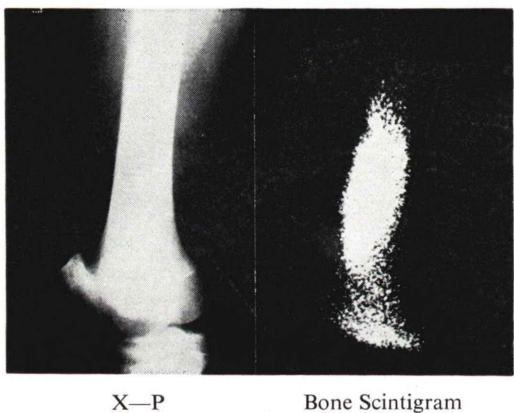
X-ray film and bone scintigrams of acute osteomyelitis. Periosteal reaction is seen on the X-ray examination. High uptake of the radionuclide is not only seen in the corresponding area but in the adjacent area surrounding the lesion.
